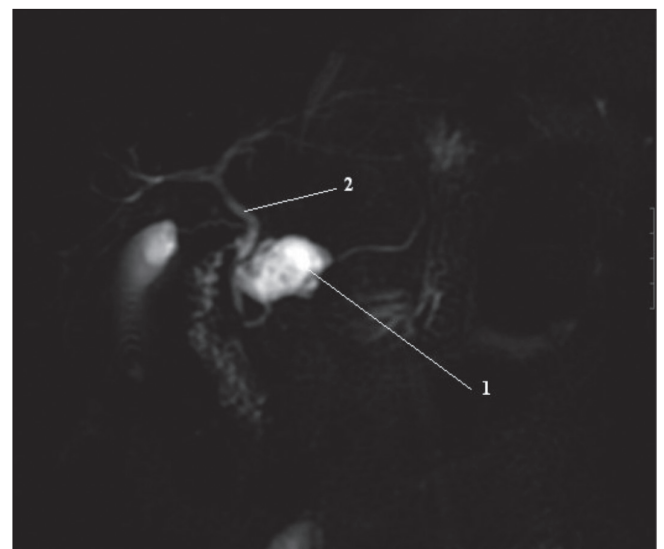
Plano coronal oblicuo de secuencia de colangio-RM potenciada en T2, donde se aprecian el quiste de colédoco (1) y la vía biliar intra y extrahepática (2).
